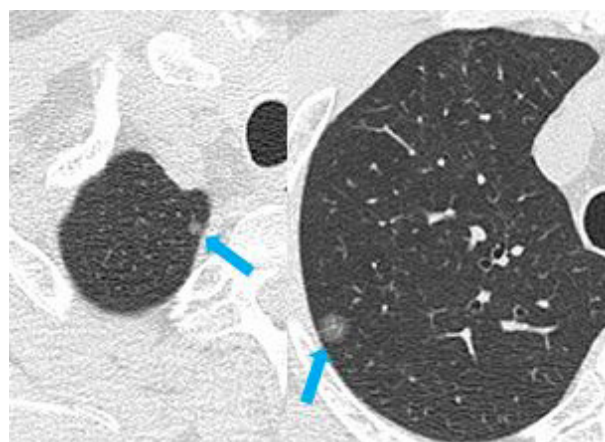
Chest CT showed two small-sized peripheral ground-glass nodules (S¹; 4 mm in diameter, S²; 8 mm in diameter).
